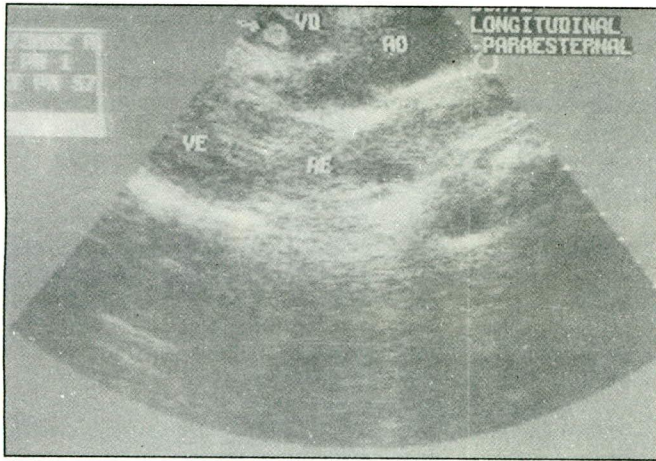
Ecocardiograma. Vegetação indicada pela seta.
